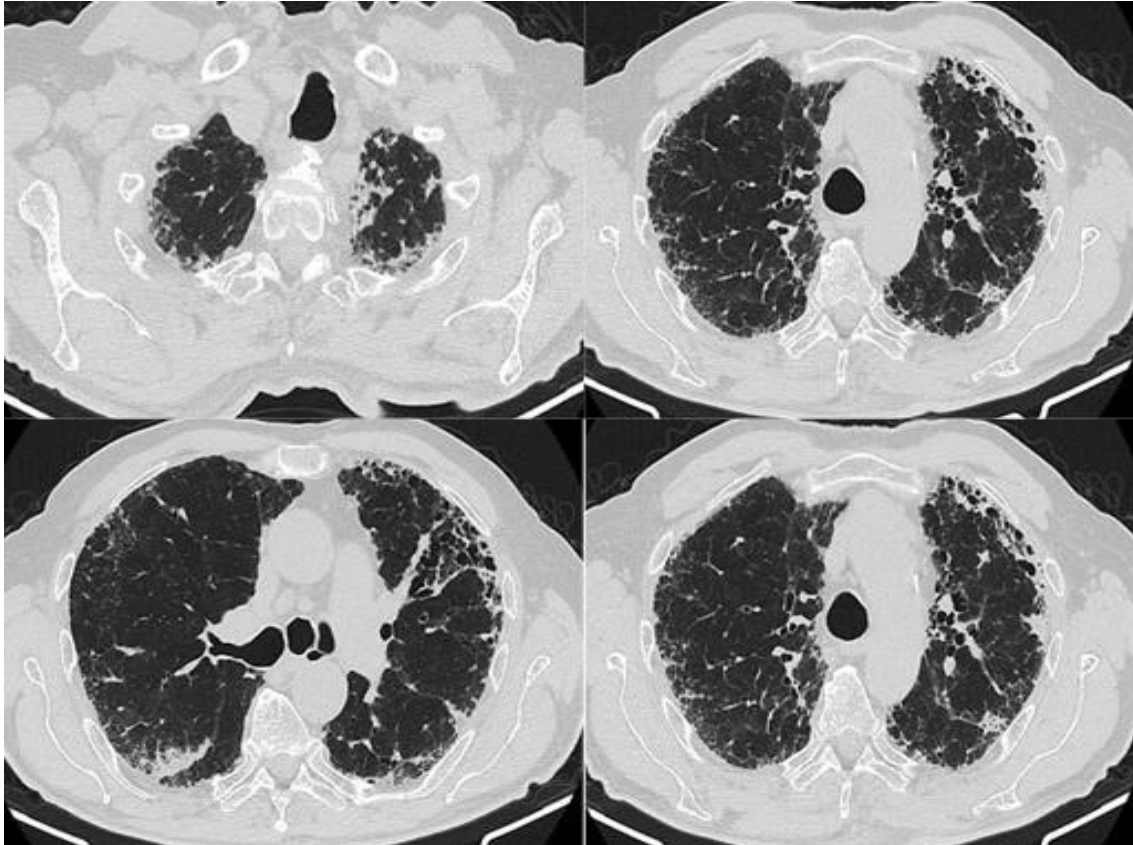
HRCT-Bilder eines 80-jährigen Patienten (Verlaufskontrolle im November 2020) mit chronisch-progredienter fibrosierender ILD unter Therapie mit Pirfenidon. Sichtbar sind subpleurale Verdichtungen beidseitig und wabenartige und konfluierende Lungengerüstveränderungen, die sich bipulmonal mantelförmig und paramediastinal darstellen.
